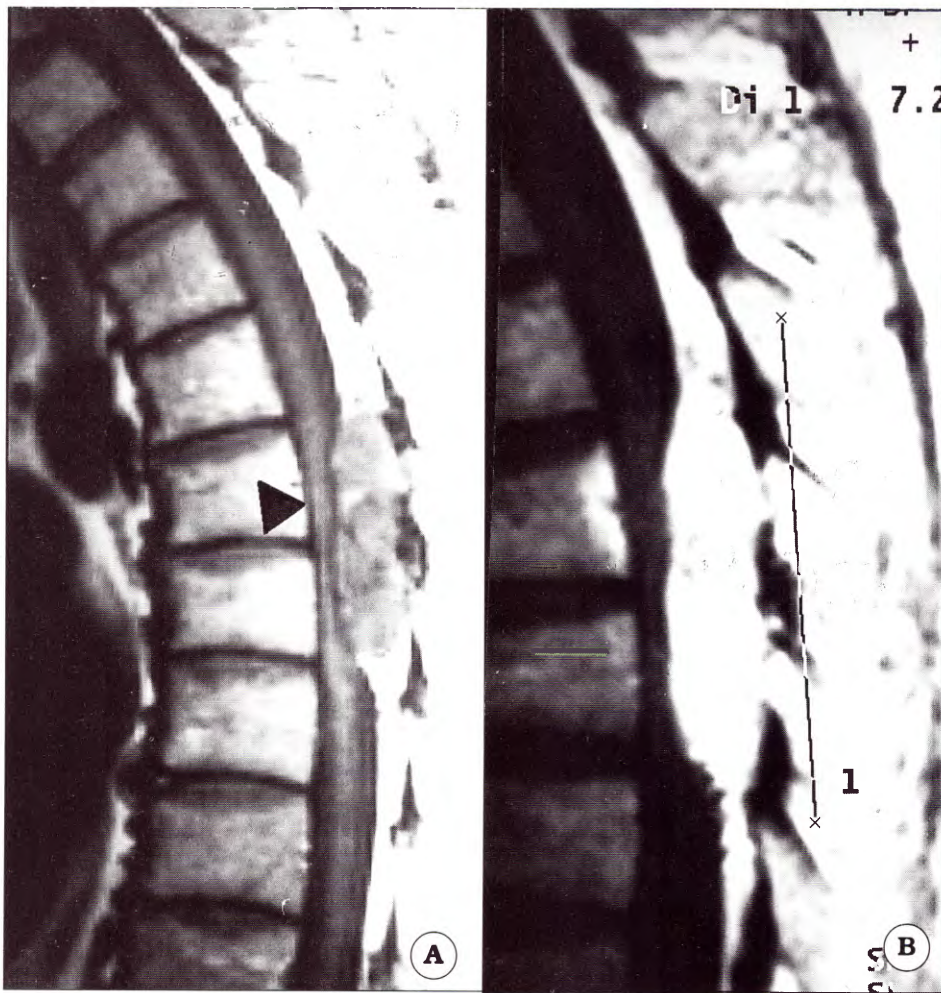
A. IRM preoperatoria: secuencia en T1 en corte sagital: masa ocupante epidural T6 a T7, con la médula espinal desplazada hacia adelante. Nótese señal isohipointensa heterogénea y la flecha apuntando al foco hiperintenso. B. Secuencia en T1 postcontraste que muestra el refuerzo importante con gadolinio.
